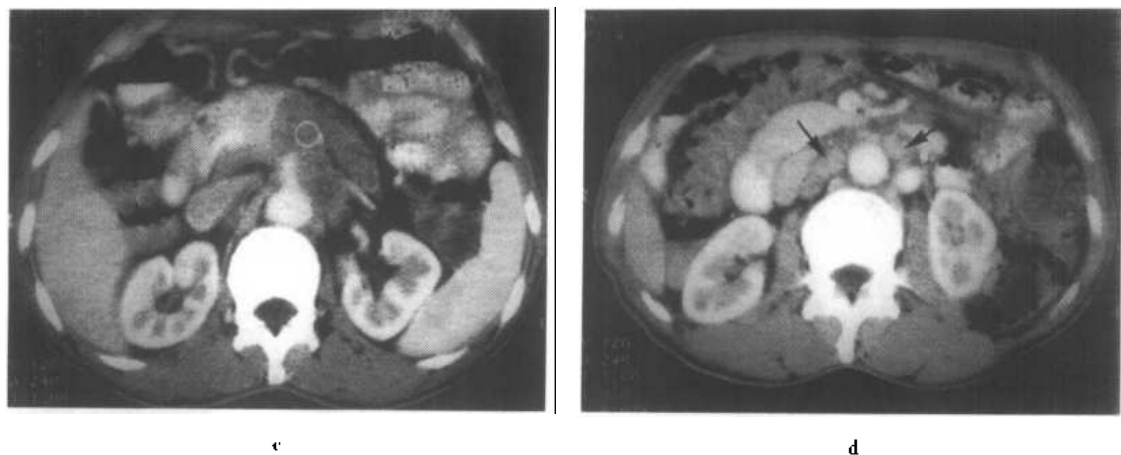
~d 胰体癌螺旋 CT 双期扫描
